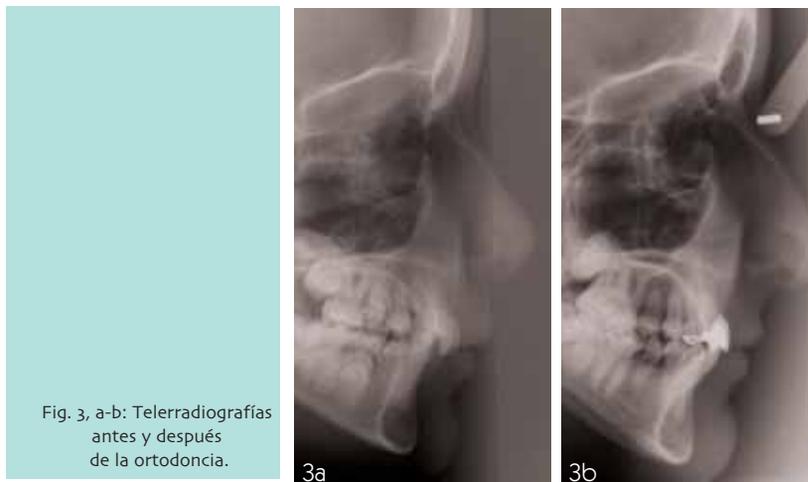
Telerradiografías antes y después de la ortodoncia.
